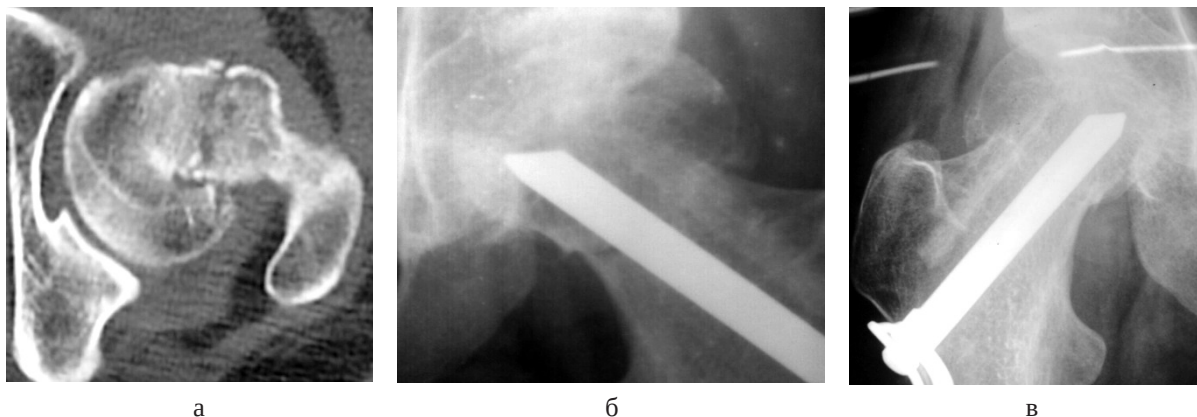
Фотовідбиток рентгенограми хворої М. : а – через 2 місяці після травми; б – після остеосинтезу з кістковою пластиною; в – через 5 місяців після остеосинтезу.
